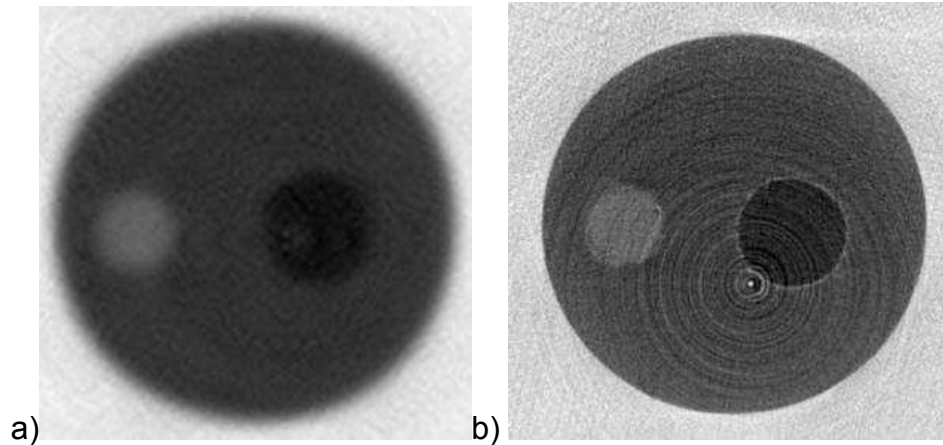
Comparativo de tomografia adquirida com fonte milifoco (a) e com fonte microfoco (b). Em (b) esta uma imagem com contraste de fase em $M= 7,68$.
